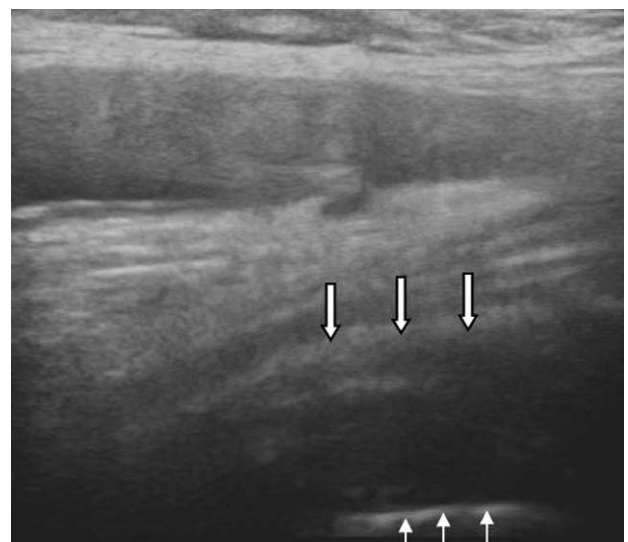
Anterior hip ultrasonography after THRA 10 years ago. Prosthetic neck (small arrows) could be observed and distended anterior capsule too. It means polyethylene wear and joint effusion.
